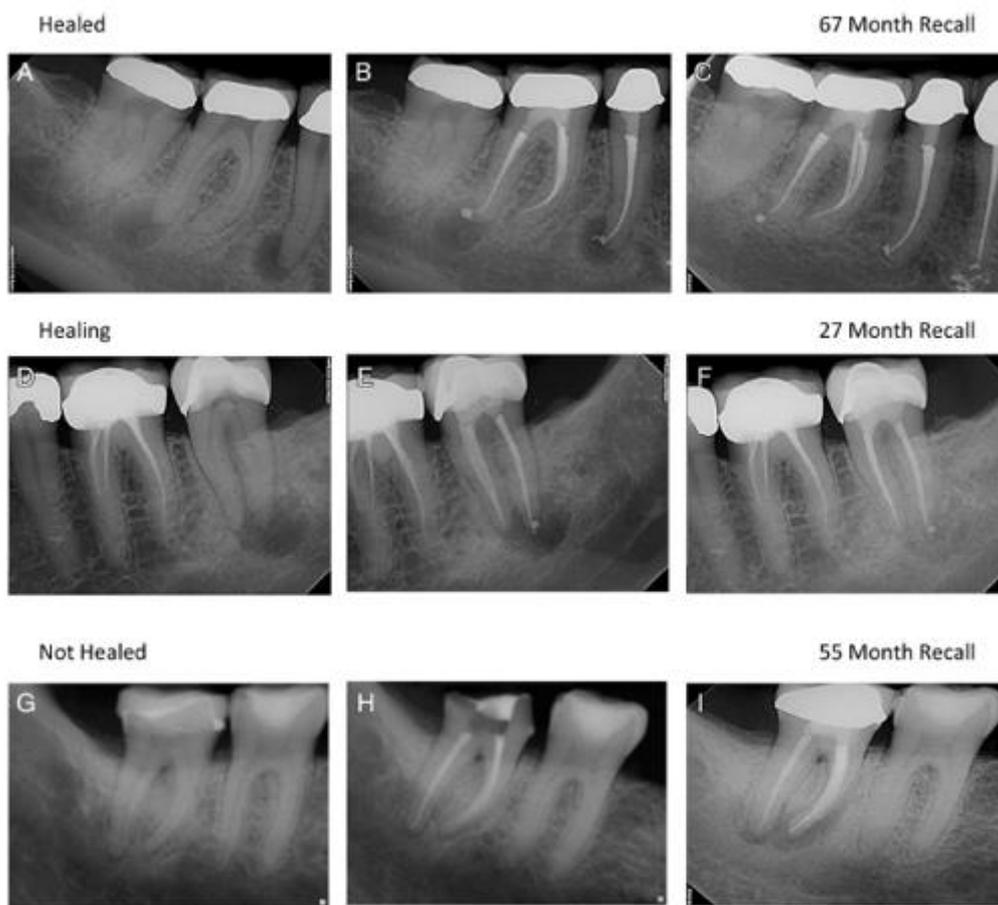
Suivi radiographique de 3 dents traitées par EndoSequence BC Sealer (de gauche à droite, radio pré, per et post-opératoire) (36)
